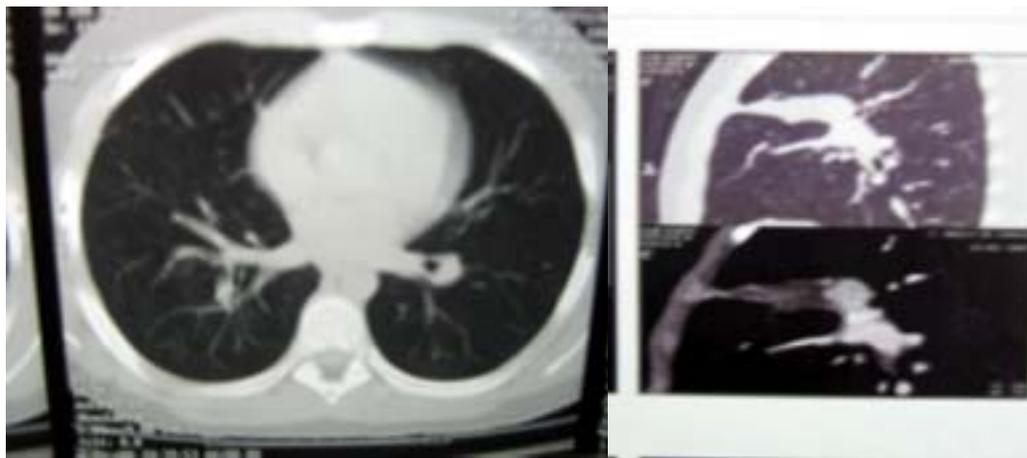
TAC: tumor en base del segmento cercano al hilio.
